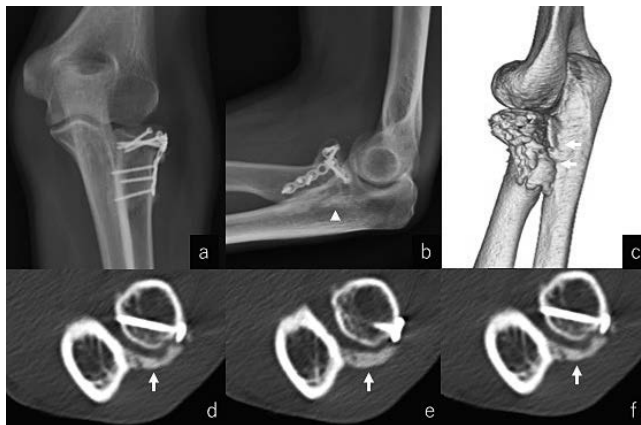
症例 1 術後 6 か月の左肘関節単純 X 線 a. 正面像 b. 側面像：橈骨頭後方に異所性骨化（矢頭）がある。術後 6 か月単純 CT c. 3D 像 d. e. f. 水平断像：橈尺骨間に広範な異所性骨化（矢印）がある。
